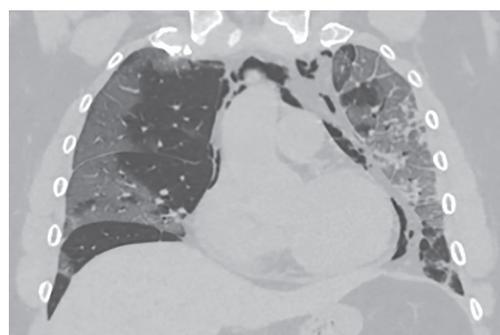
МСКТ органов грудной клетки больного Ф. 36 лет с COVID-19, КТ-3, стадия консолидации, двусторонний пневмоторакс
